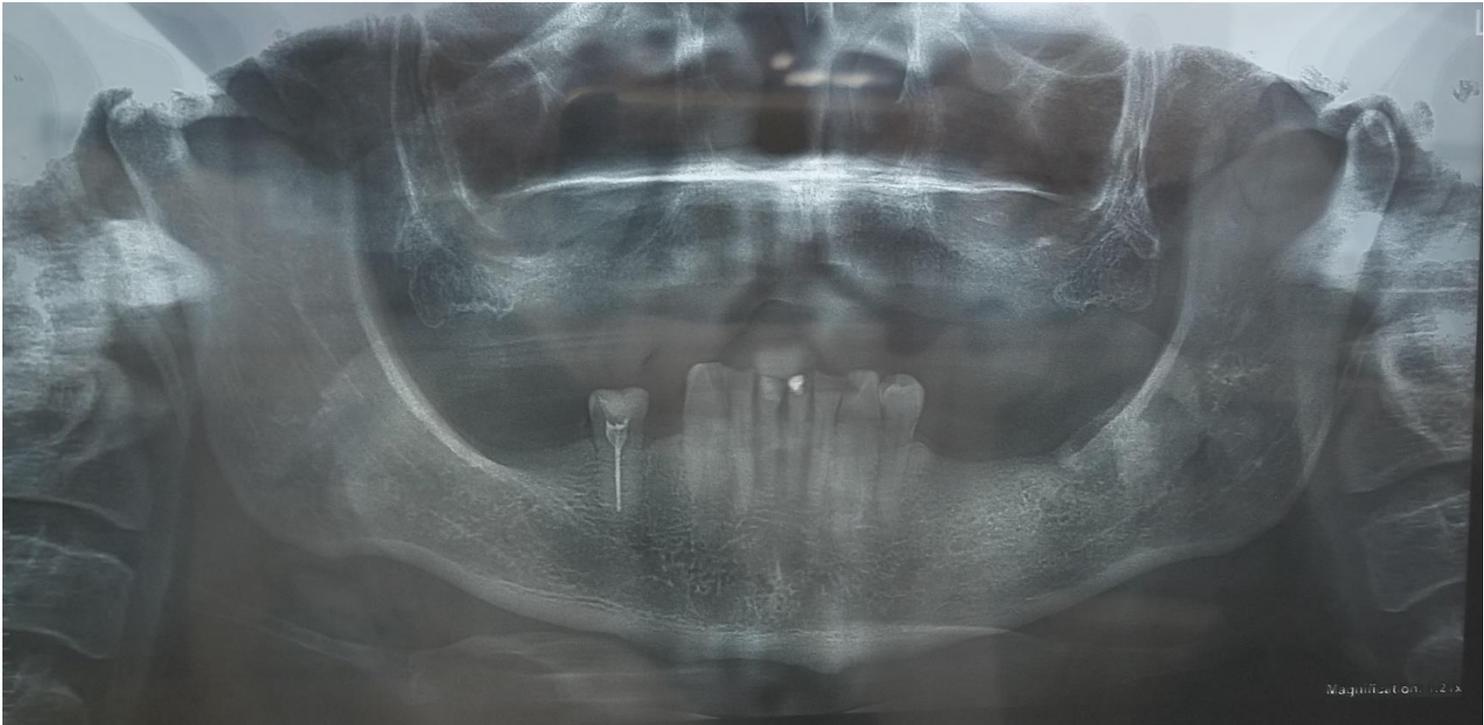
Radiografía panorámica
